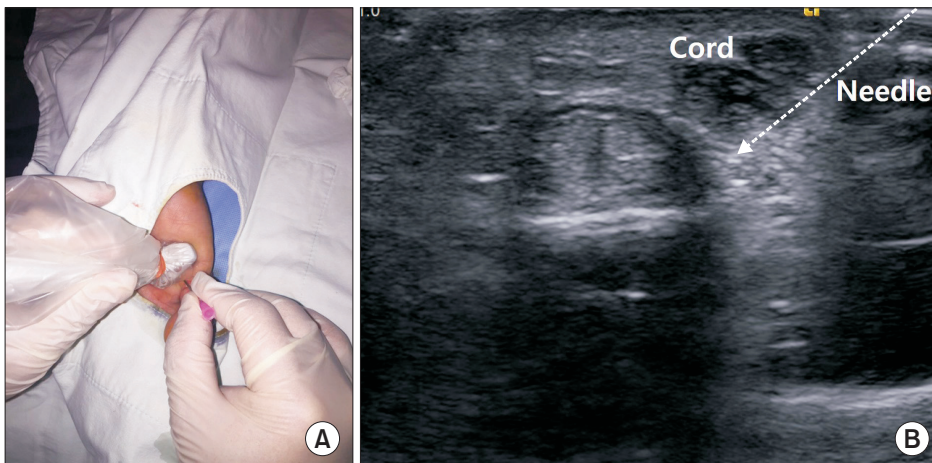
(A) Ultrasono-guided percutaneous needle fasciotomy is performed with 18 gage needle under sterile draping. (B) Ultrasonography image of percutaneous needle fasciotomy (arrow).
